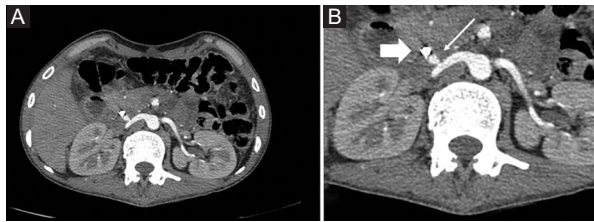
Contrast abdominal CT scan in arterial phase. A: The right renal artery with saccular aneurysm, which is in contact with the biliary diversion tube. B: Zoom in on the area, thin arrow: pseudoaneurysm of the renal artery. Thick arrow: biliary diversion probe.
